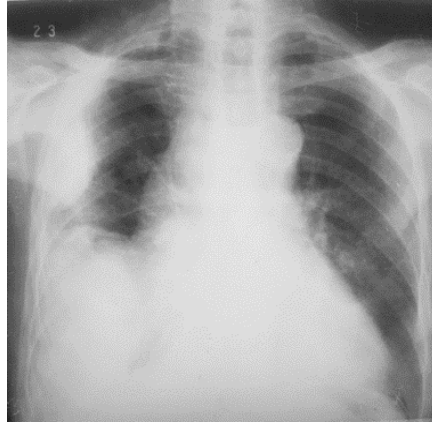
Radiografía simple de tórax en proyección posteroanterior.
